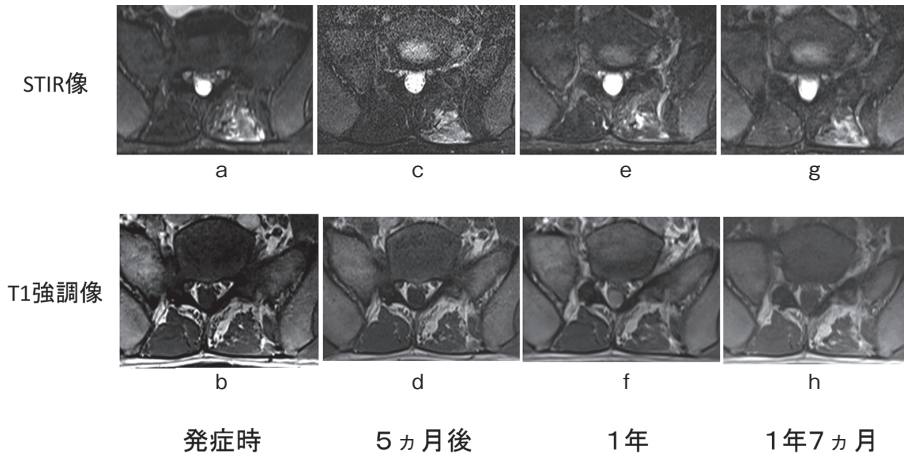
MRIの経時変化(発症時, 5ヵ月後, 1年後, 1年7ヵ月後) (S2上縁レベル 水平断像)上段: STIR像, 下段: T1強調像
